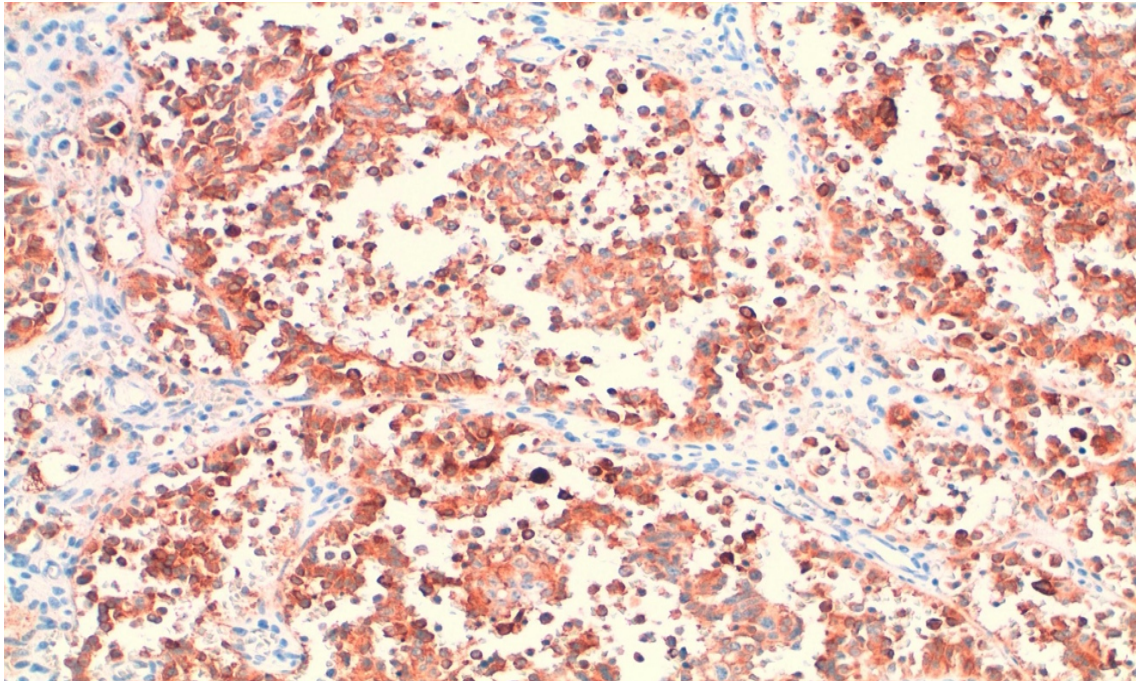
Exemplarische Darstellung einer positiven immunhistochemischen Anfärbung von Snail 1 bei einem typischen Lungenkarzinoid (TC) mit einer signifikanten membranösen Anfärbung in 200-facher Vergrößerung. (Aus dem MVZ Institut für Pathologie, Zytologie und Molekularpathologie Wetzlar).
